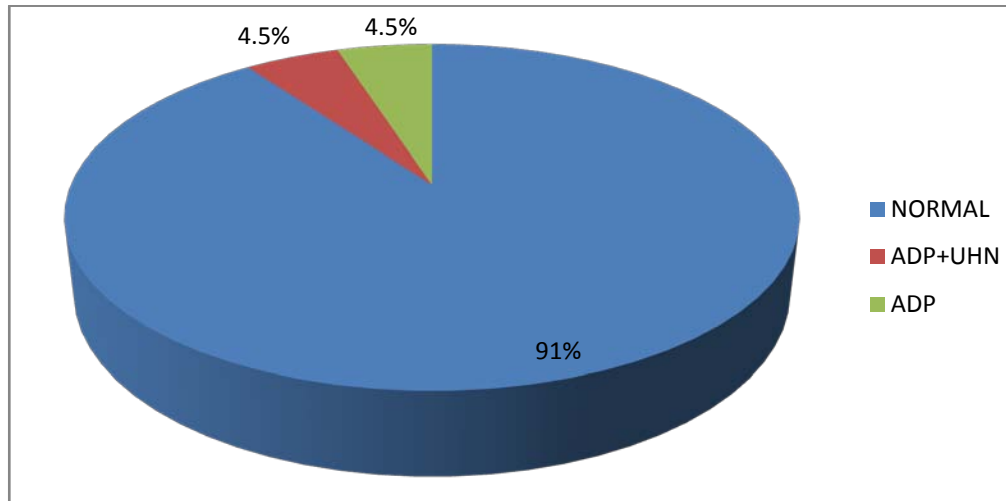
Répartition selon le résultat de la TDM abdominale
